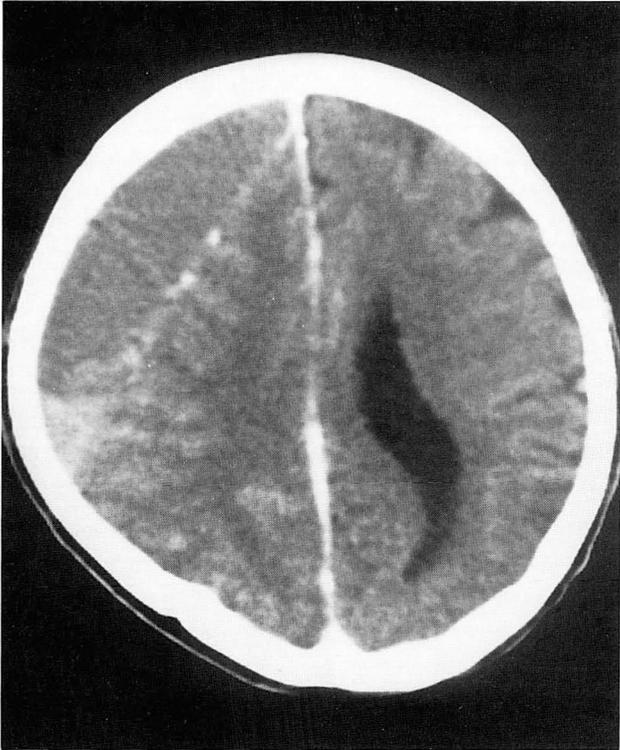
Postcontrast CT scan of case 2 shows a unilateral planoconvex subdural hematoma with a sedimentation level of indistinct interface and hematoma wall enhancement suggestive of hematoma membrane in right frontotemporoparietal area.
